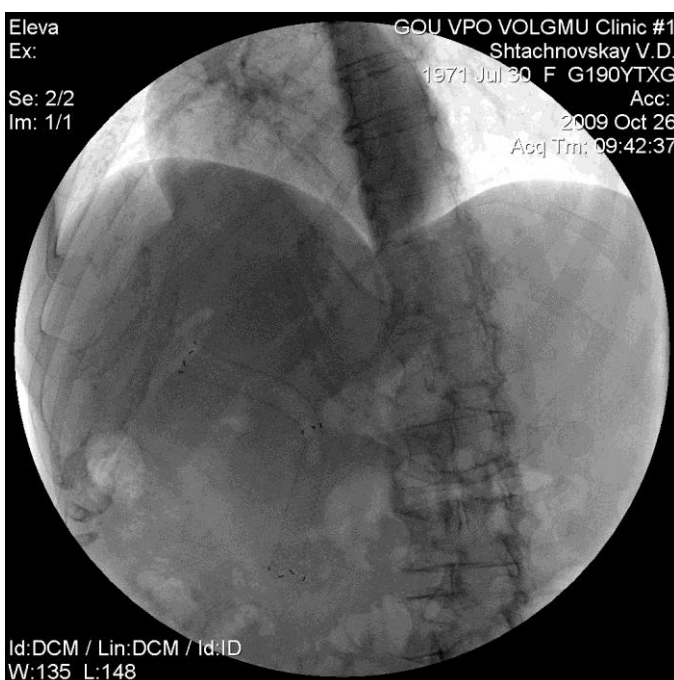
Обзорная рентгенография брюшной полости. Контроль установки стента холедоха.
